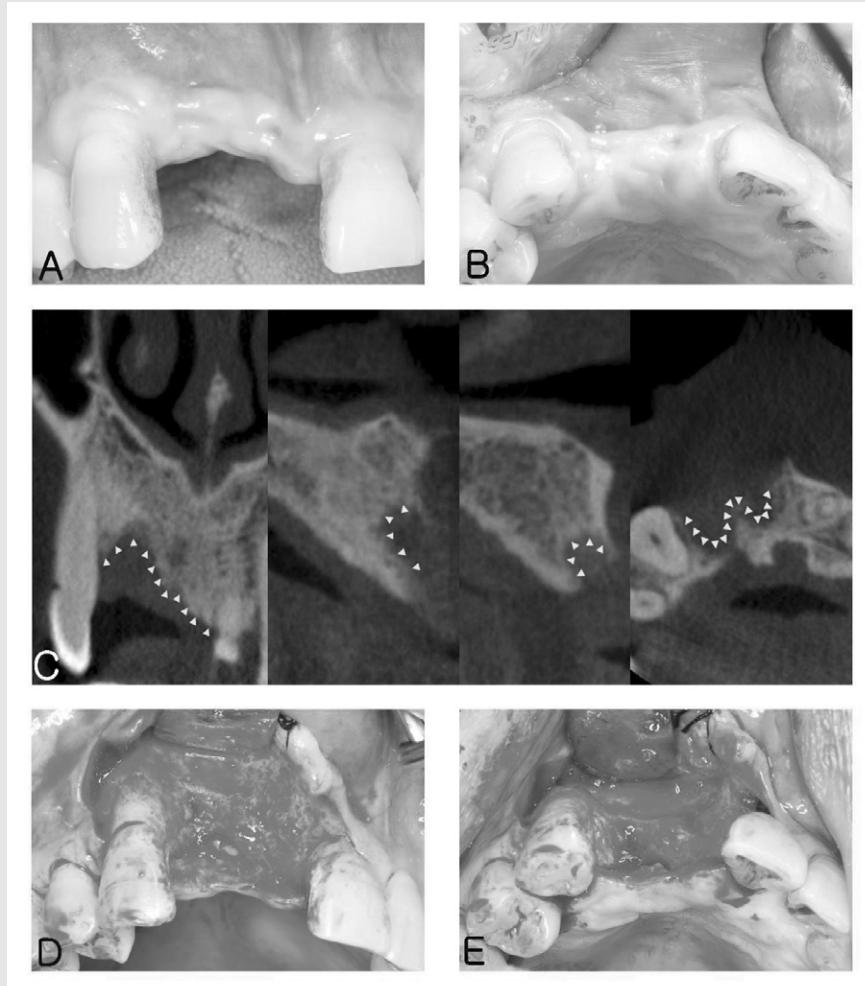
(A)(B) 3 months after the extraction, preoperative photographs at labial, occlusal view before implant placement (C) Preoperative CBCT. Coronal, axial, sagittal view. (D)(E) After flap elevation, horizontal and vertical bone deficiency was observed
